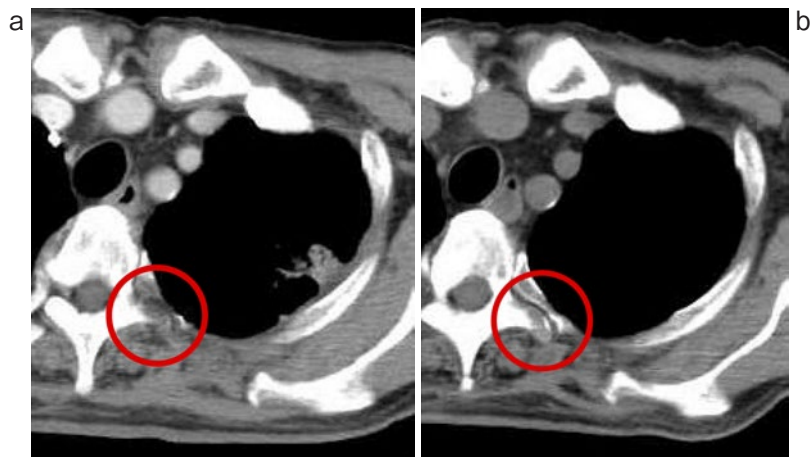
(a) 胸部CT. 胸椎の溶骨性転移巣を認める (赤円). (b) 胸部CT. ゼレドロン酸投与4回後, 胸椎の溶骨性変化の改善を認める (赤円).
